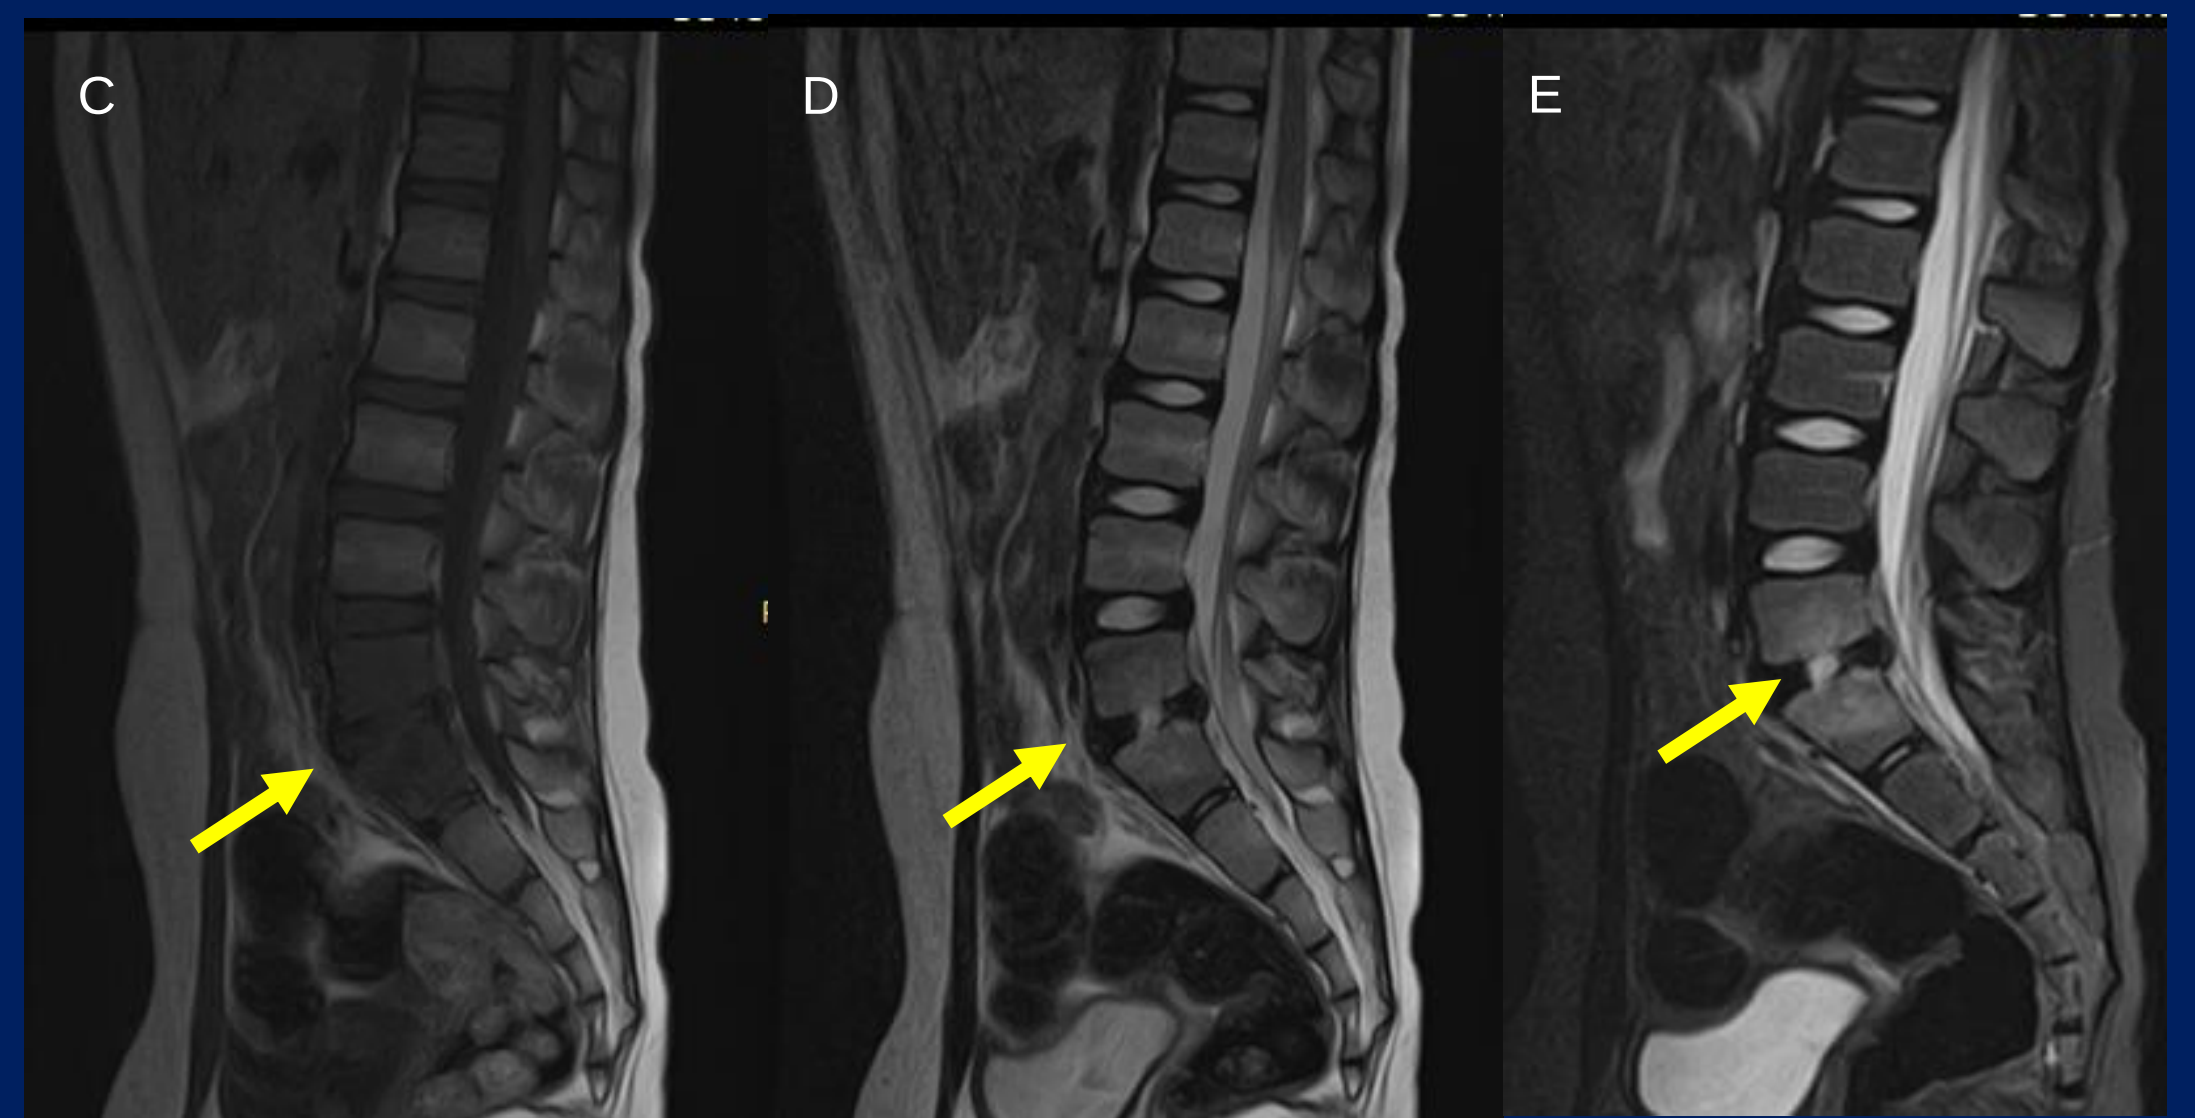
Fig C,D y E: RM de columna lumbar en planos sagitales, secuencias T1, T2, STIR.
